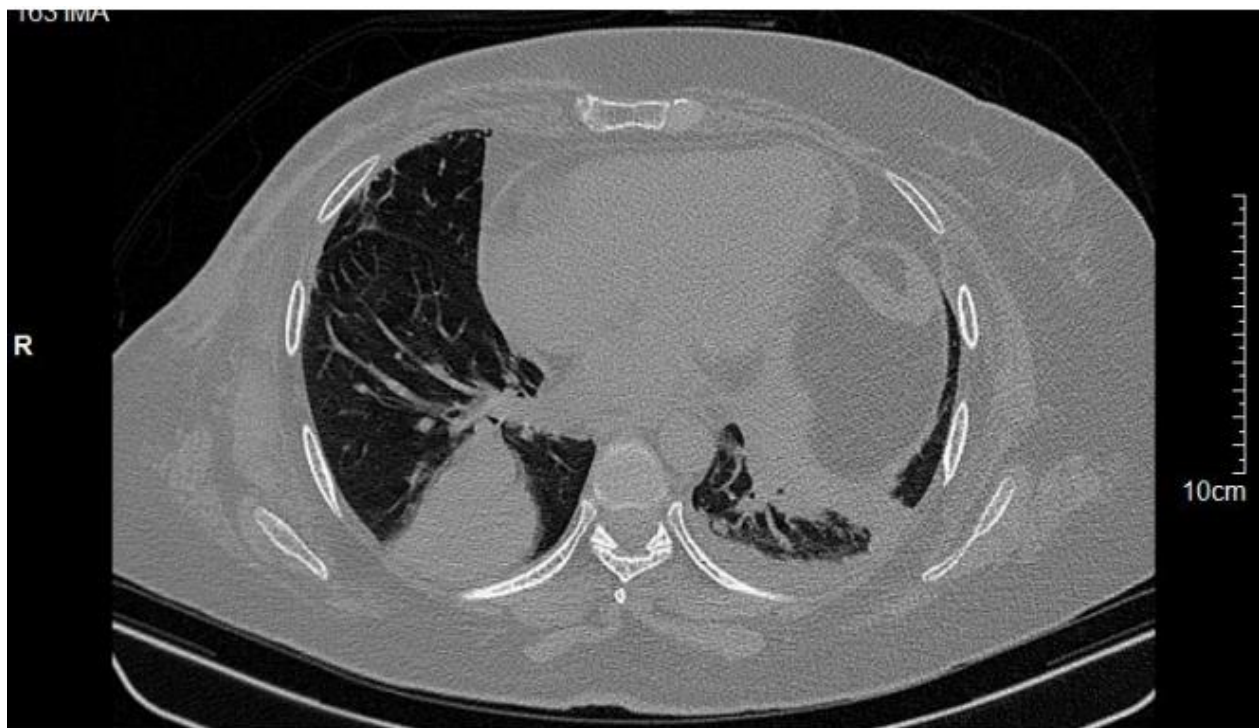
TAC de tórax. Metástasis pulmonares del SPI. Fuente: Archivo de la paciente.
